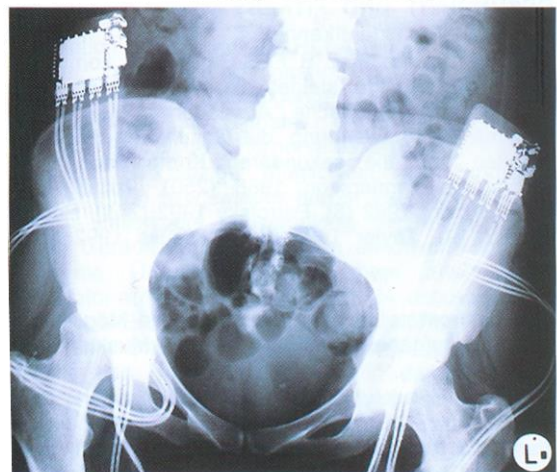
Röntgenbild des weltweit ersten Beinschrittmachers, der 1982 in Wien implantiert wurde.
